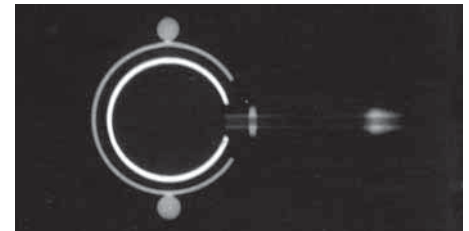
Röntgenbild des LAP-BAND AP™ Systems, großer Anschlussport II, Ober- oder Untersicht
